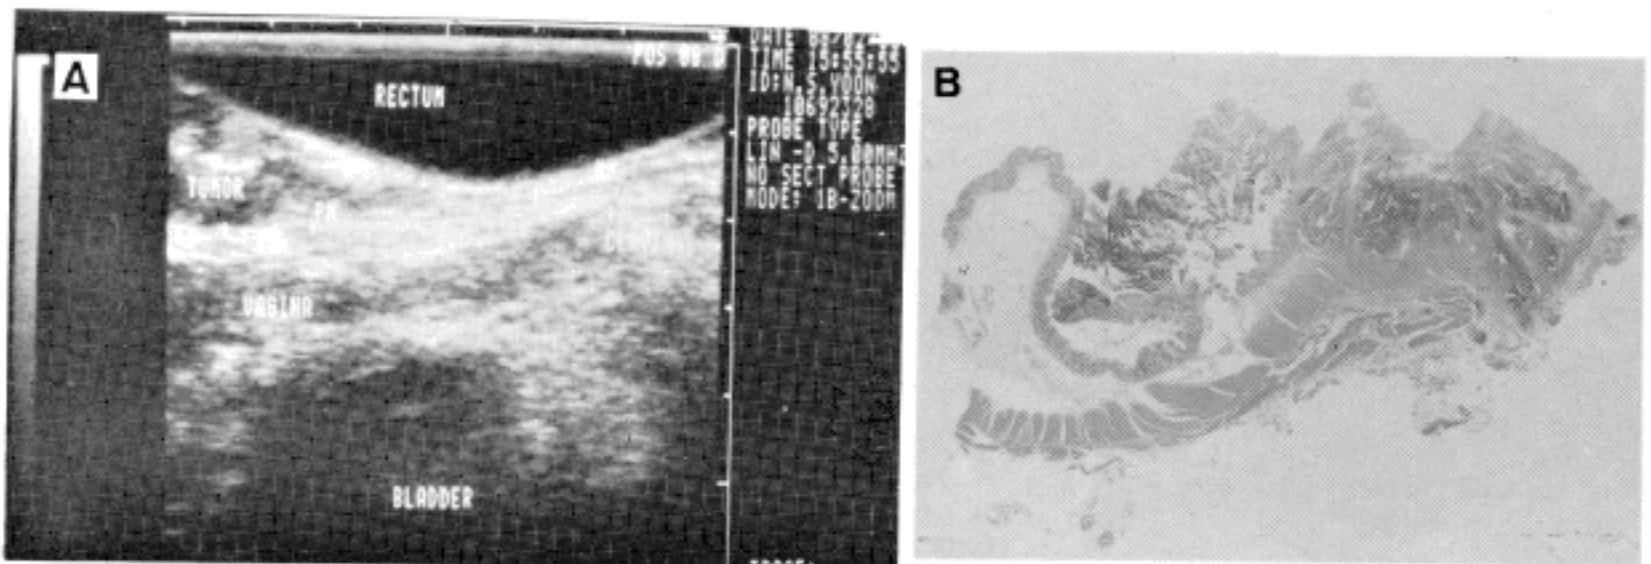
Ulcerating rectal carcinoma shows a uT 3 hypoechoic mass on linear scan. Tumor mass disrupts hypoechoic proper muscle layer, and invades into perirectal fat tissue (A). Macroscopic picture (B) corresponds to the ultrasonographic findings.
